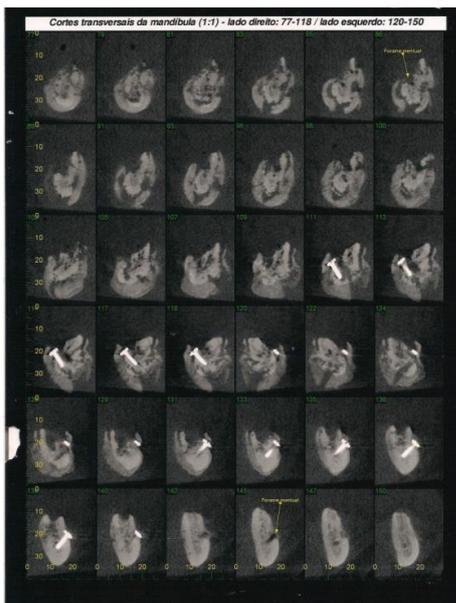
Tomografia cone beam: cortes transversais da mandíbula. Realizada dia 05/09/2014.
